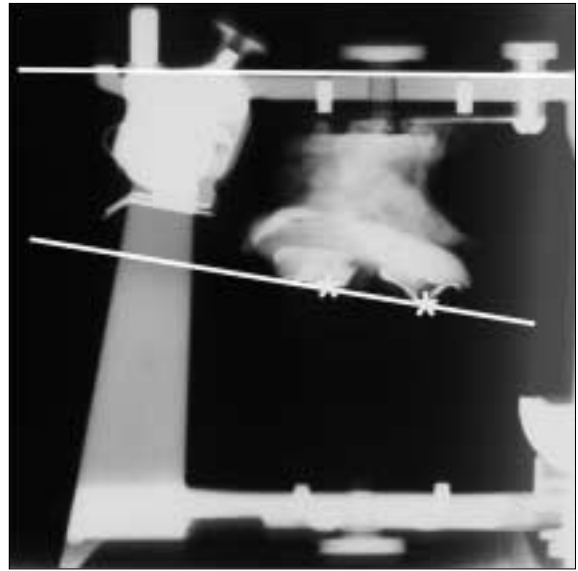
Radiograph of articulator with maxillary cast.
